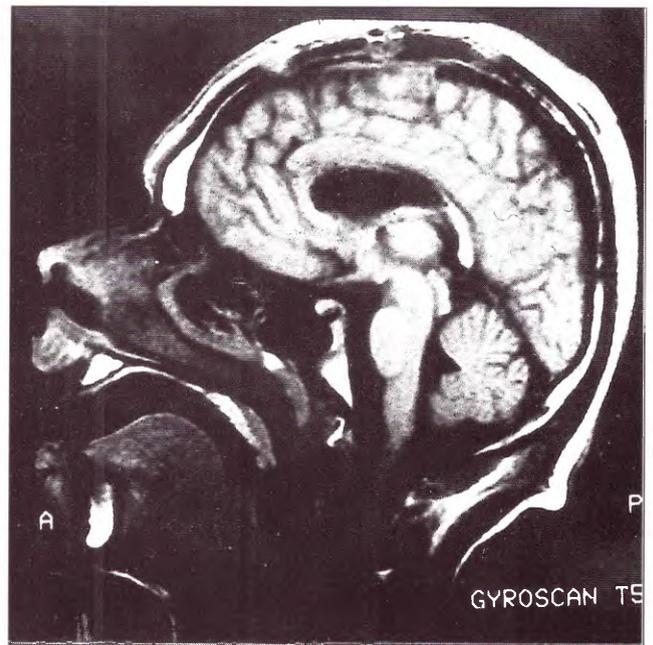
RM postoperatoria, paciente de 15 años de edad que padece un síndrome de Lennox-Gastaud. Presentaba múltiples caídas diarias. Se le efectuó una callosotomía de los 3/4 anteriores. Experimentó una mejoría muy significativa de sus caídas.
